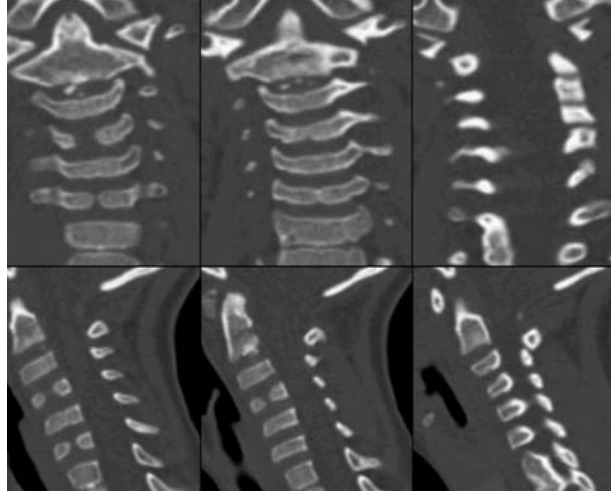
TAC cervical: aplanamiento de los cuerpos vertebrales de C3-C6 con alguna hendidura central y fusión de las láminas vertebrales C6-C7.
